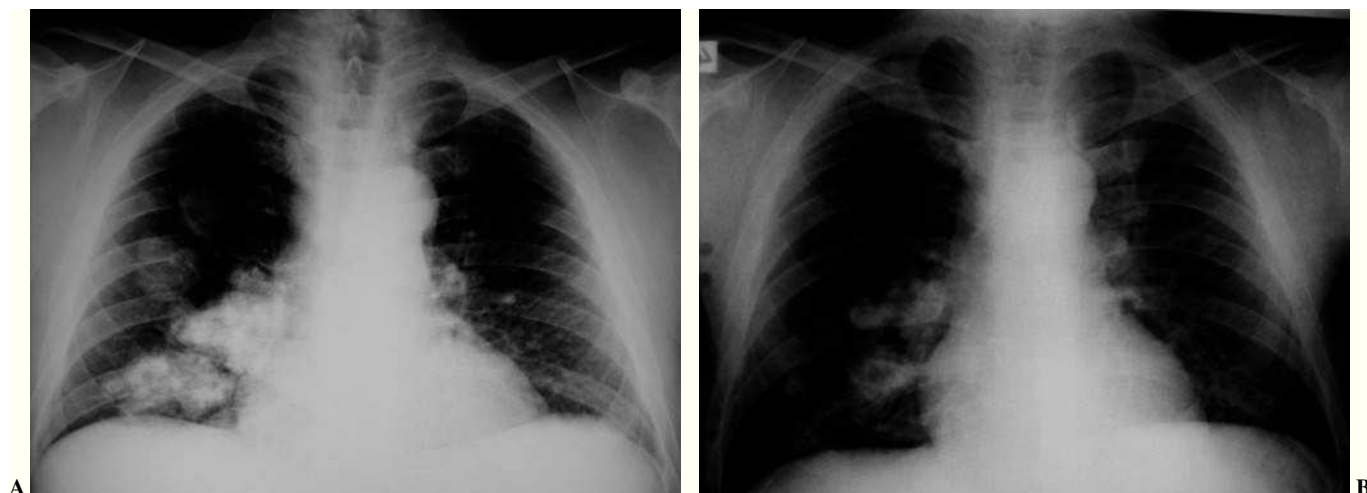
A) Múltiples lesiones nodulares calcificadas en pulmón derecho. B) Radiografía simple de tórax del mismo paciente realizada 18 años antes.
